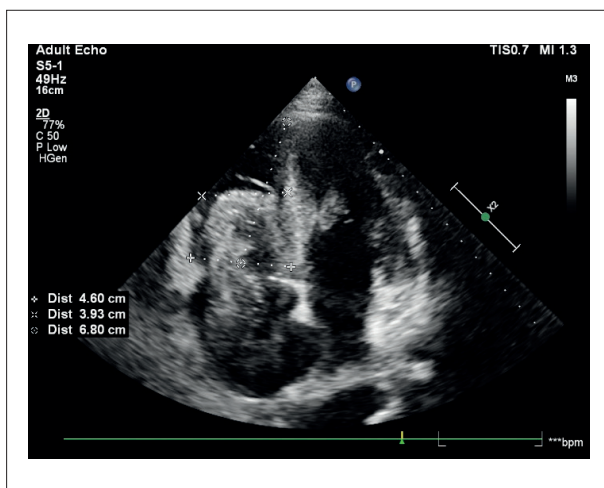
Aumento das dimensões das câmaras direitas na janela apical 4 câmaras.
